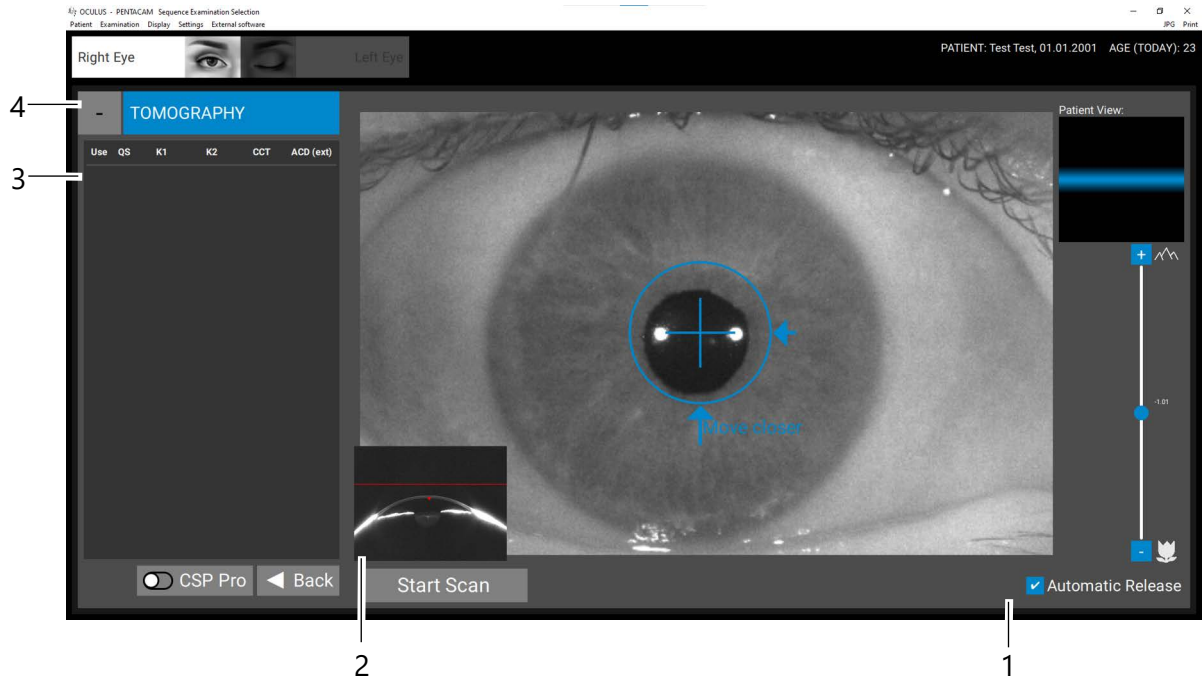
Schermata esame "Tomografia" (Tomographie)
